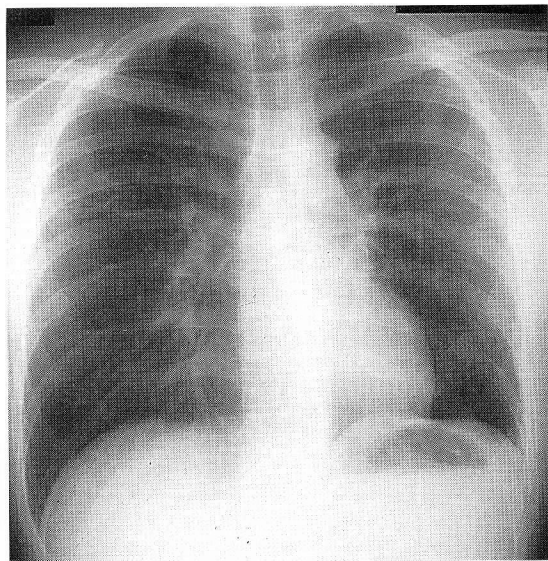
Chest X-ray after treatment
